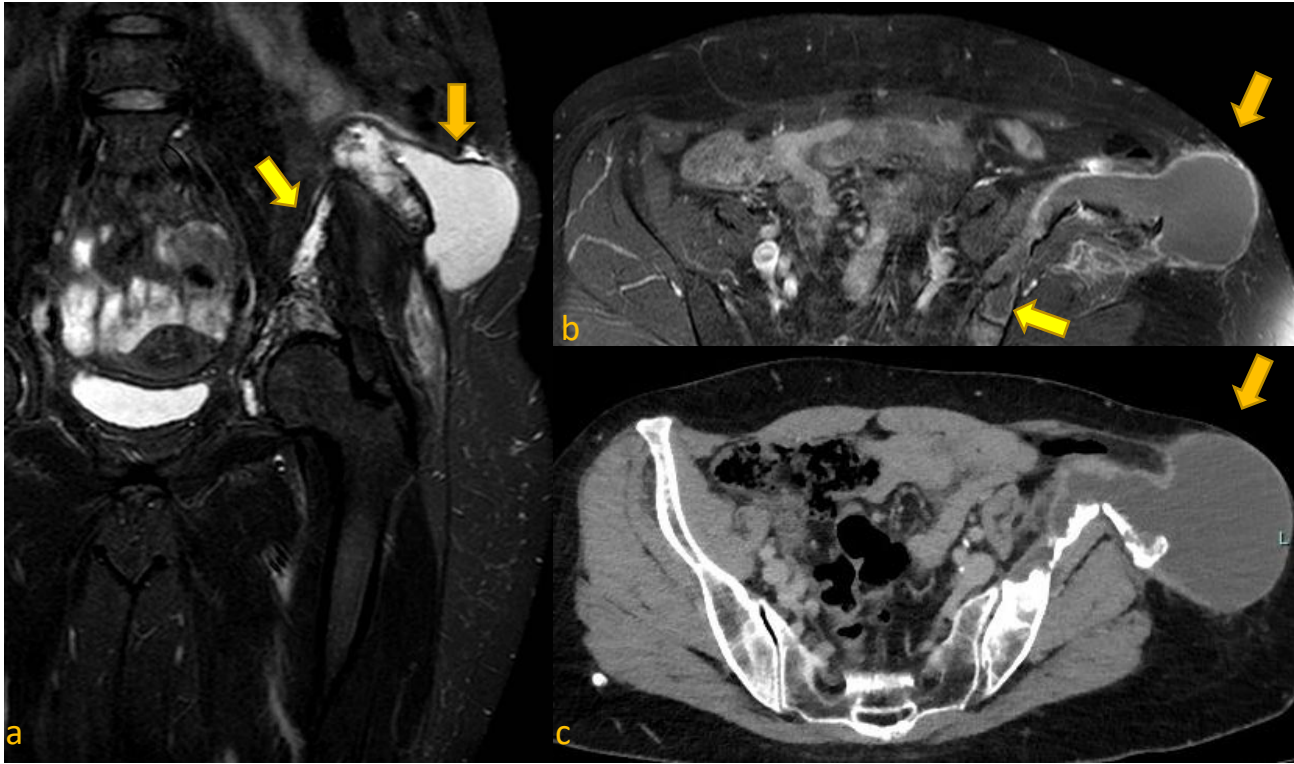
Imágenes de RM en plano coronal STIR (a) y T1 con supresión de grasa post-contraste (b), que muestran quistes en el hueso ilíaco izquierdo (flechas amarillas) con extensión extraósea en forma de una voluminosa colección (flecha naranja) que se comunica con la cavidad endomedular y se localiza en el tejido subcutáneo paraglúteo lateral. La TC axial (c) realizada dos años después muestra el crecimiento de la colección y signos de fracturas crónicas. Los hallazgos quirúrgicos confirmaron la infección por Echinococcus
